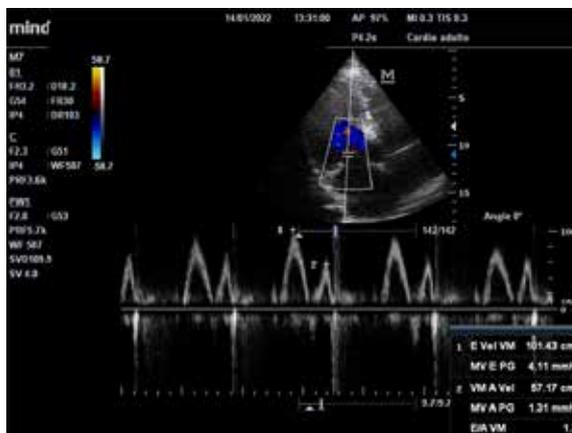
ECO Fabry PTE 2: Doppler transmitral con disfunción diastólica tipo 2.
